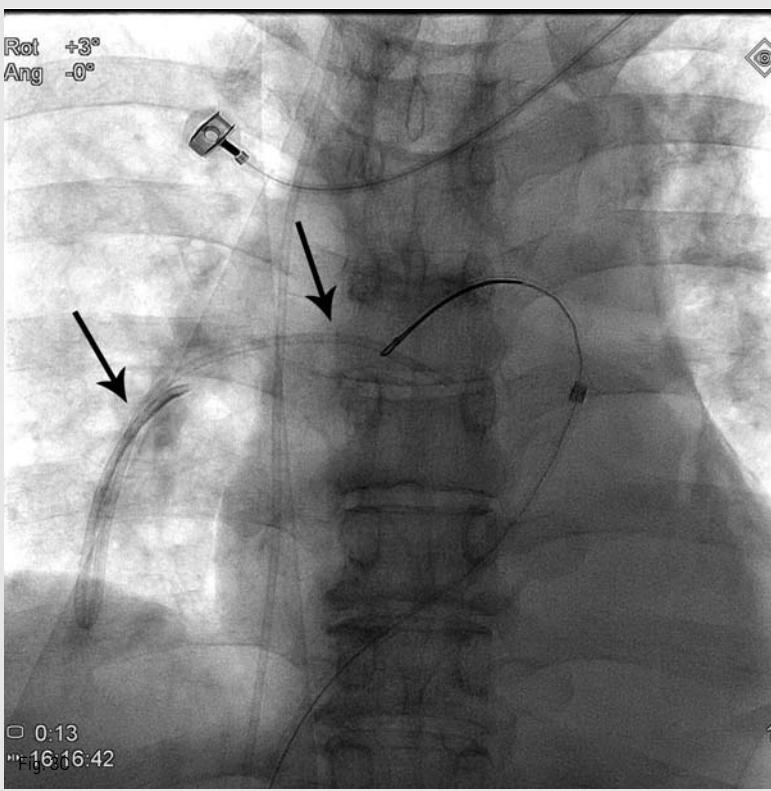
Plain x-ray (A) and pulmonary angiogram (B) showing the fracture subclavian catheter in the right pulmonary artery. Retrieval of the intravascular fractured subclavian catheter by snaring.
